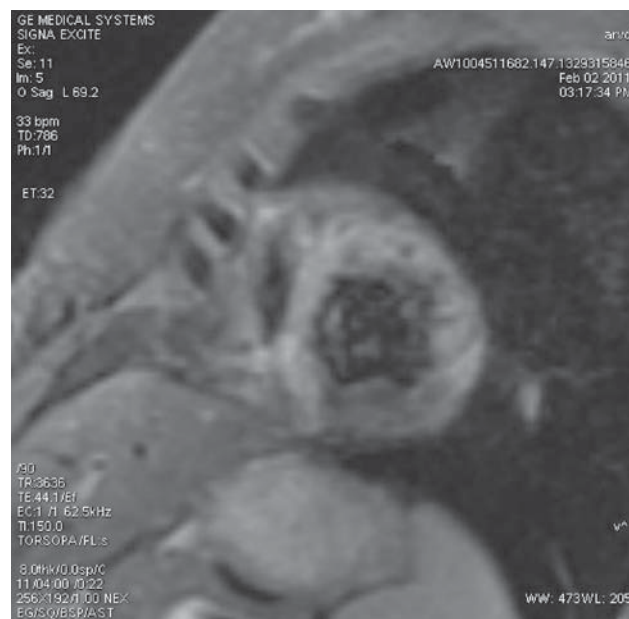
МРТ срез в режиме жироподавления. Участок липоматоза выглядит темным
